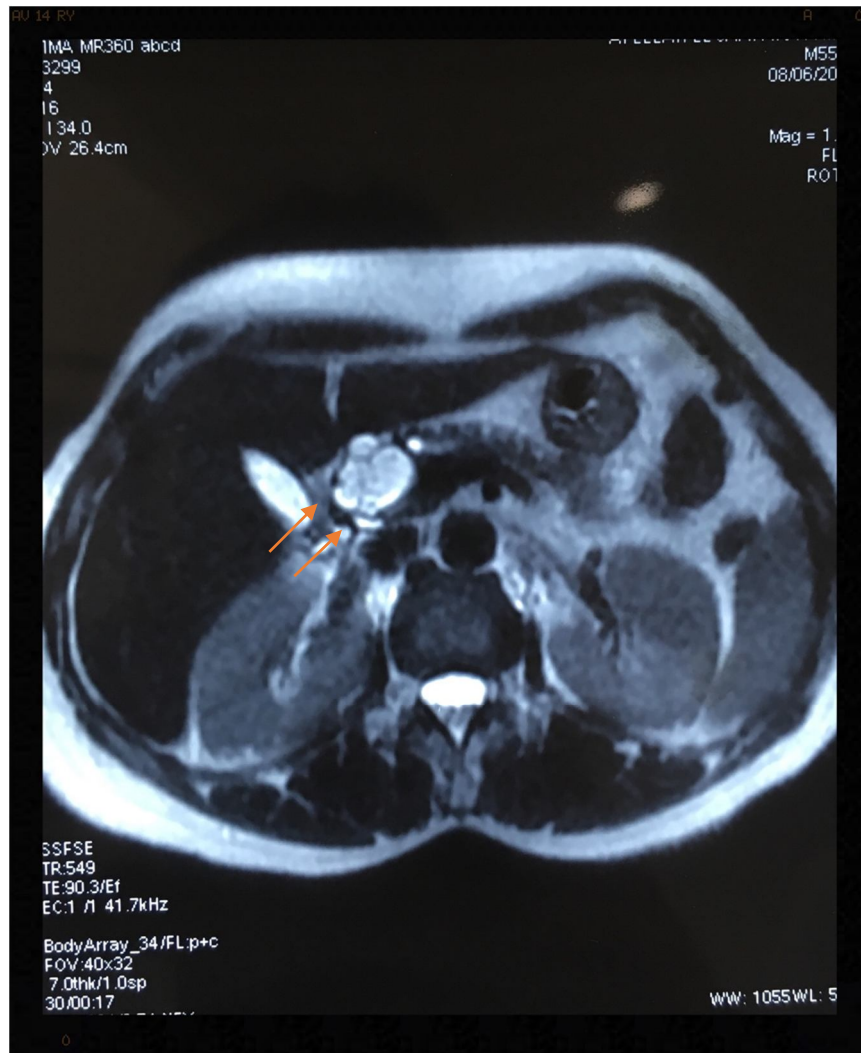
IRM abdominale, coupe axiale en T2 montrant la tumeur en hypersignal.
